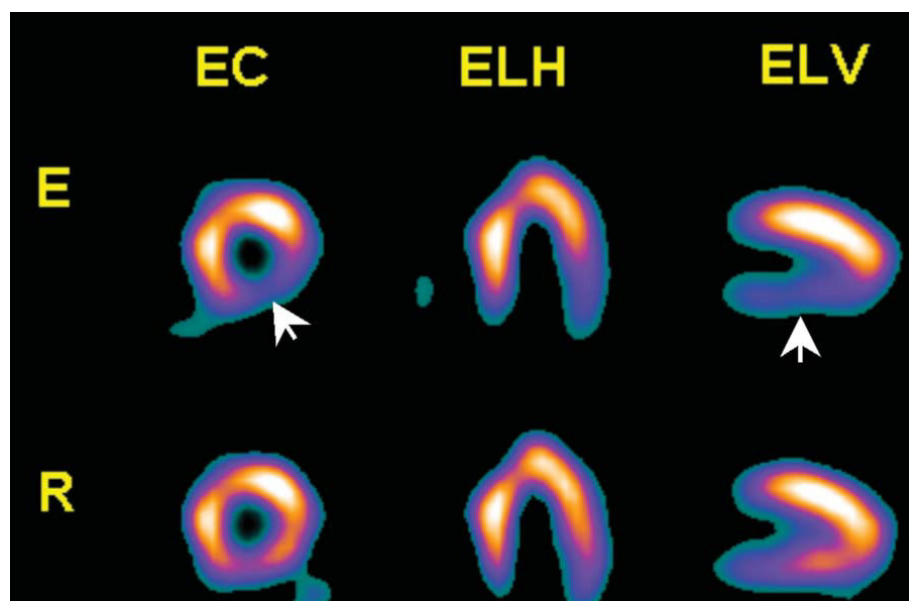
SPECT de esfuerzo correspondiente al paciente de las figuras 1 y 2, practicada a las 36 h de la finalización del dolor. Se observa un defecto moderado de perfusión en la región inferolateral en esfuerzo (E) (flechas) con reversibilidad total en reposo (R). Aquí, las imágenes de reposo son normales, a diferencia de las de la SPECT de reposo precoz (véase fig. 1).
